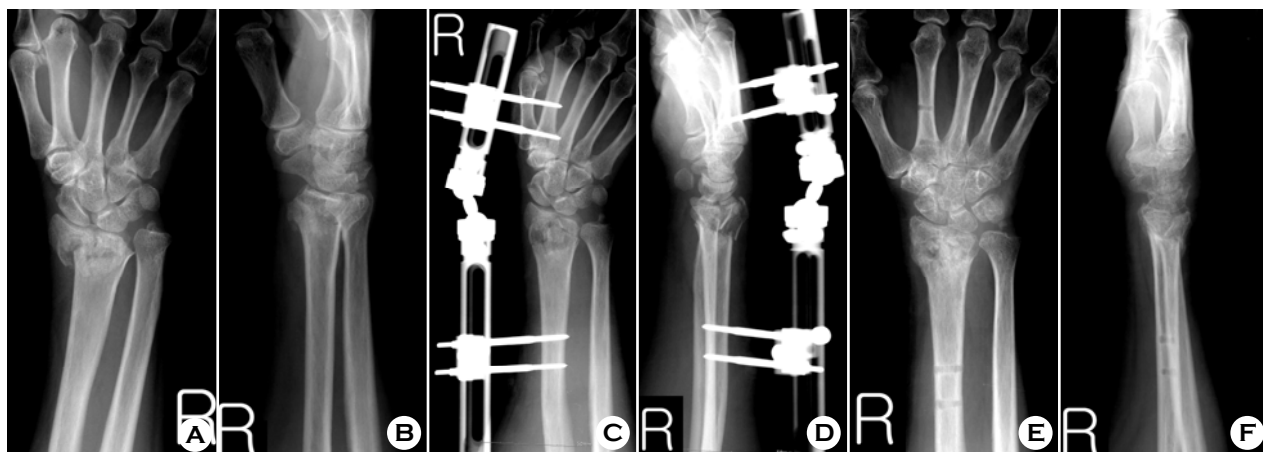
(A, B) Preoperative radiographs of 63 year-old female patient show AO/ASIF classification C3 fracture in distal radius. (C, D) Radial height and inclination are restored well and volar tilt measures 1 degree. (E, F) Volar tilt measures -3 degrees after removal of external fixator.
